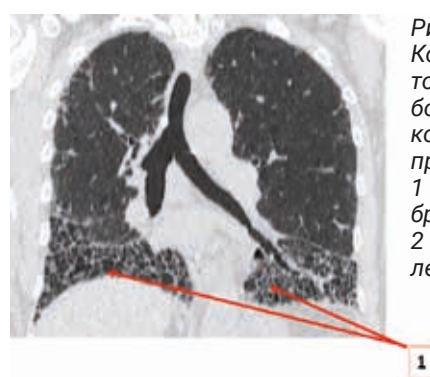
В. Компьютерная томограмма больного ИЛФ: коронарная проекция. 1 – тракционные бронхоэктазы, 2 – «сотовое легкое»
